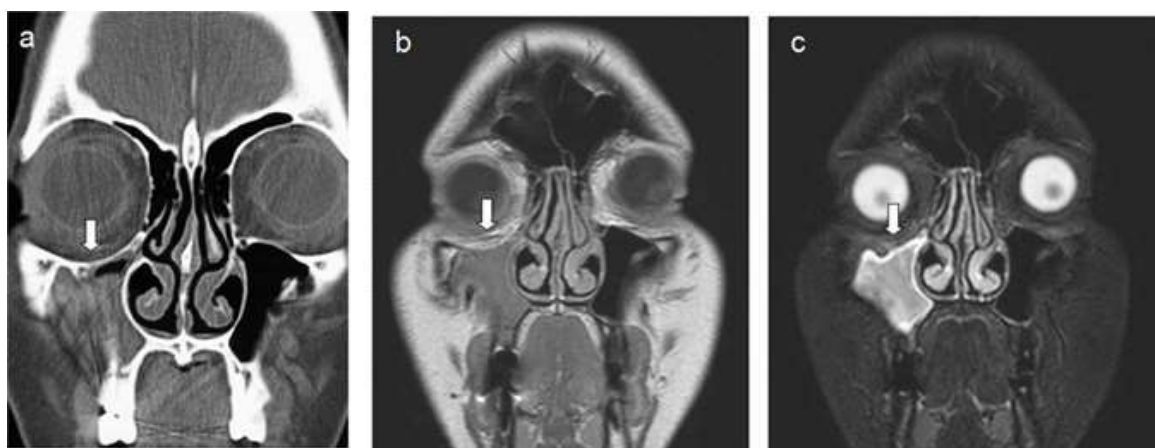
А – КТ-изображение; В – МР-изображение; С – МР-изображение мягкотканый режим (Цит. по [102])
